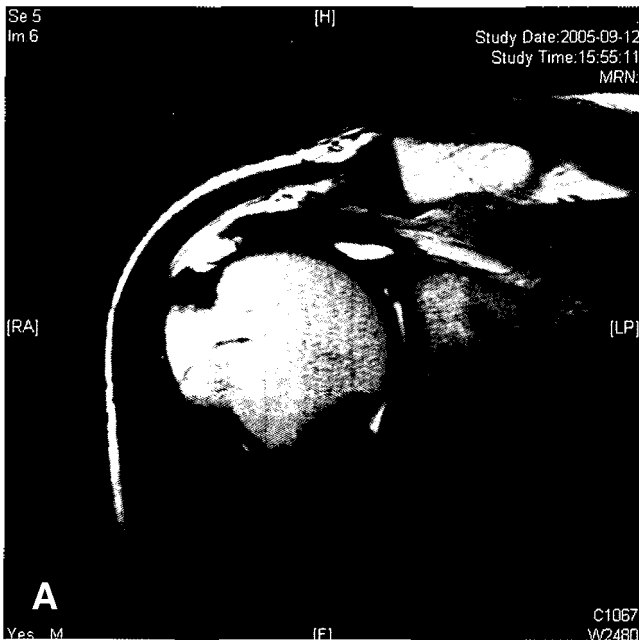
(A) The MRA image of full-thickness rotator cuff tear with combined adhesive capsulitis. (B) The USG image of nearly full-thickness rotator cuff tear in adhesive capsulitis patient.
